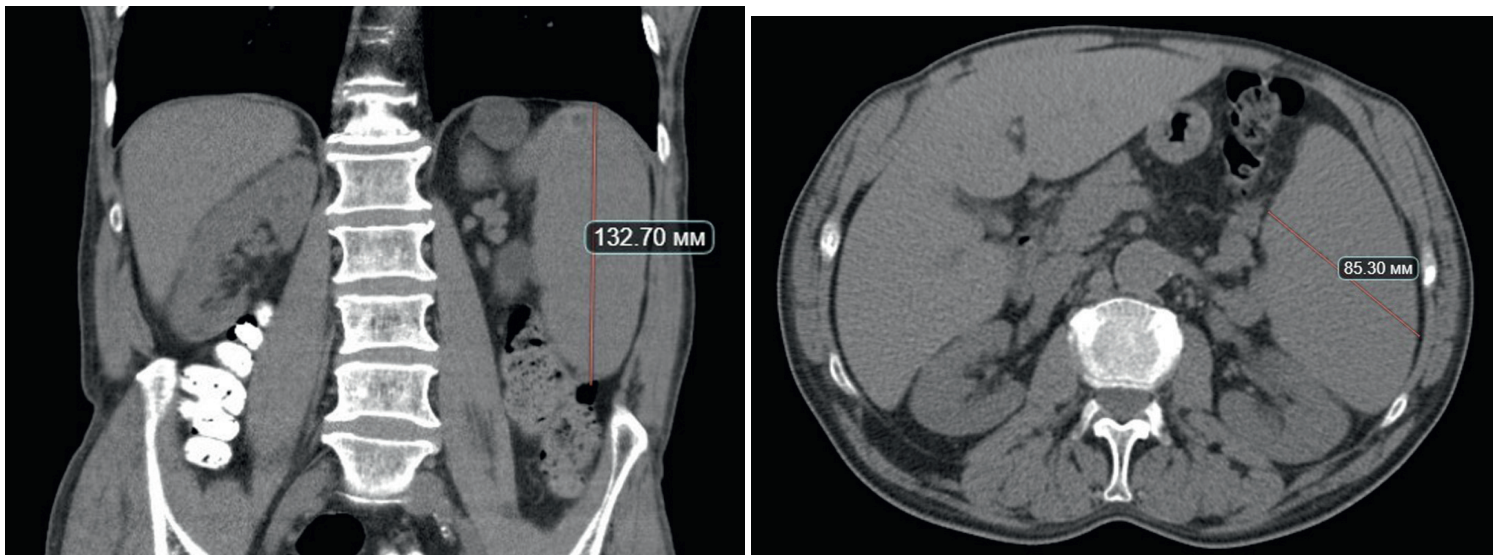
Компьютерная томография органов брюшной полости после лечения: размеры селезенки 85 × 132 мм
